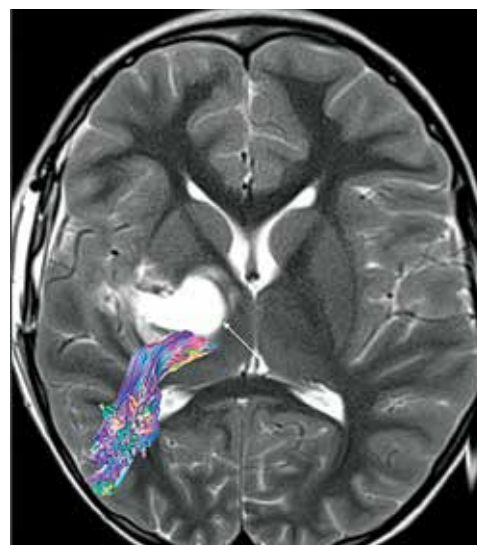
Postoperative magnetic resonance imaging in T2 mode (axial plane) shows a resection cavity $45 \times 20 \times 23$ in size, surrounded by a zone of edema (indicated by an arrow)
